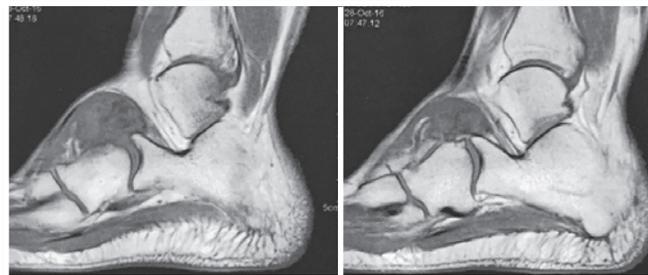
Ressonância magnética (RM) do tornozelo com cortes sagitais.
